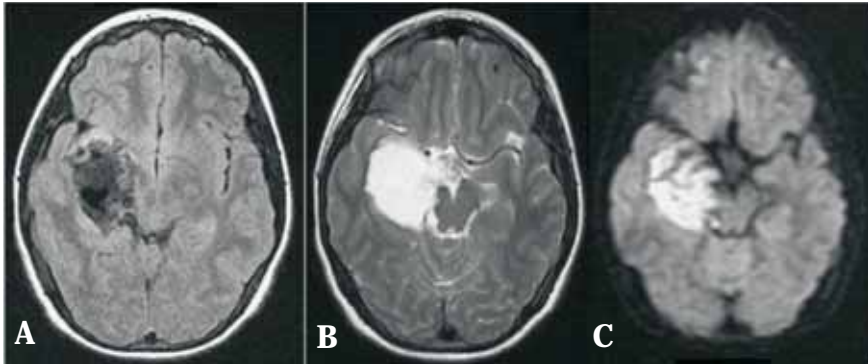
En A. secuencia en FLAIR que muestra lesión tumoral heterogénea medial temporal. En B. se comporta hiperintensa en T2, sin edema y muy discreto efecto de masa. En C. utilidad diagnóstica de la secuencia de Difusión que demuestra restricción (hiperintensidad) y hace el diagnóstico de un tumor epidermoide ya que se sospechaba un ganglioglioma.
